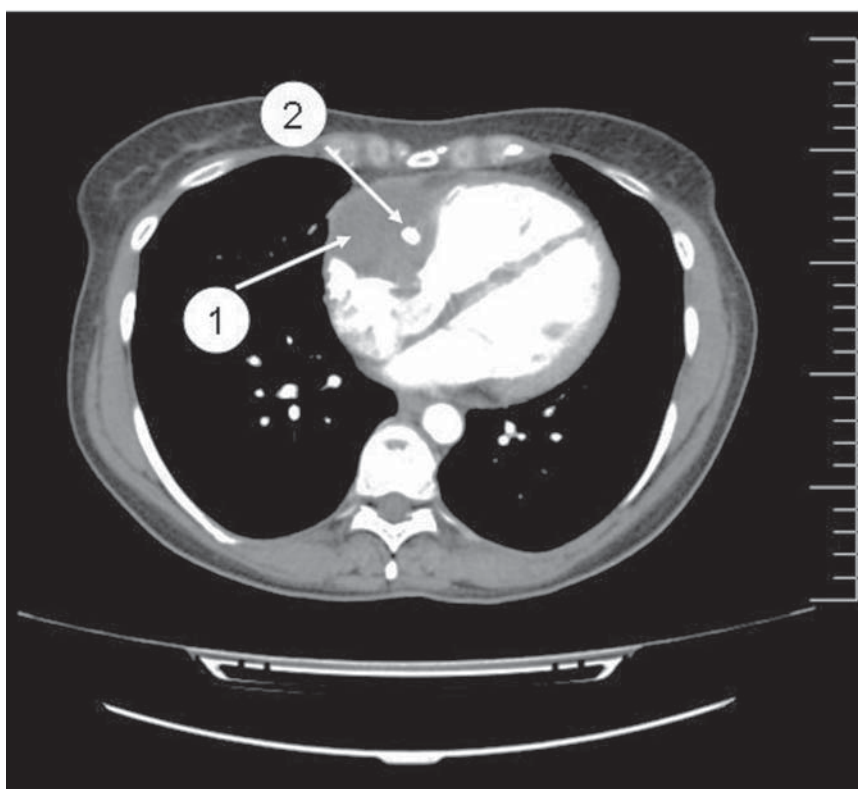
КТ-ангиография органов грудной клетки: 1 — опухоль правого предсердия; 2 — правая коронарная артерия охвачена со всех сторон опухолью, в просвете — установленный коронарный стент
